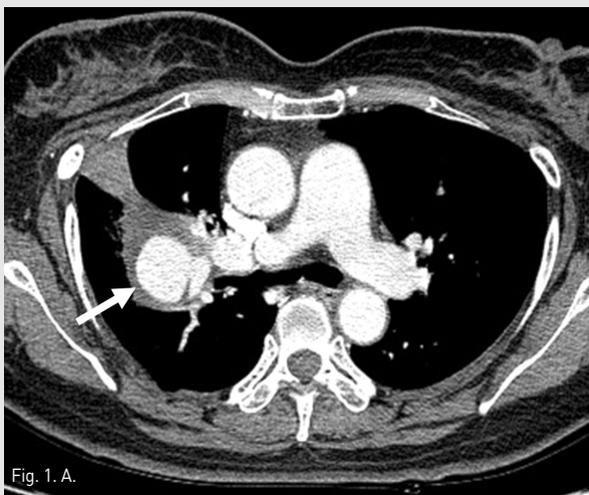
The axial (A) and coronal (B) images of chest CT scan demonstrate a pseudoaneurysm (arrows) in the right lower lobe, connected to the proximal part of the right lower pulmonary artery.
